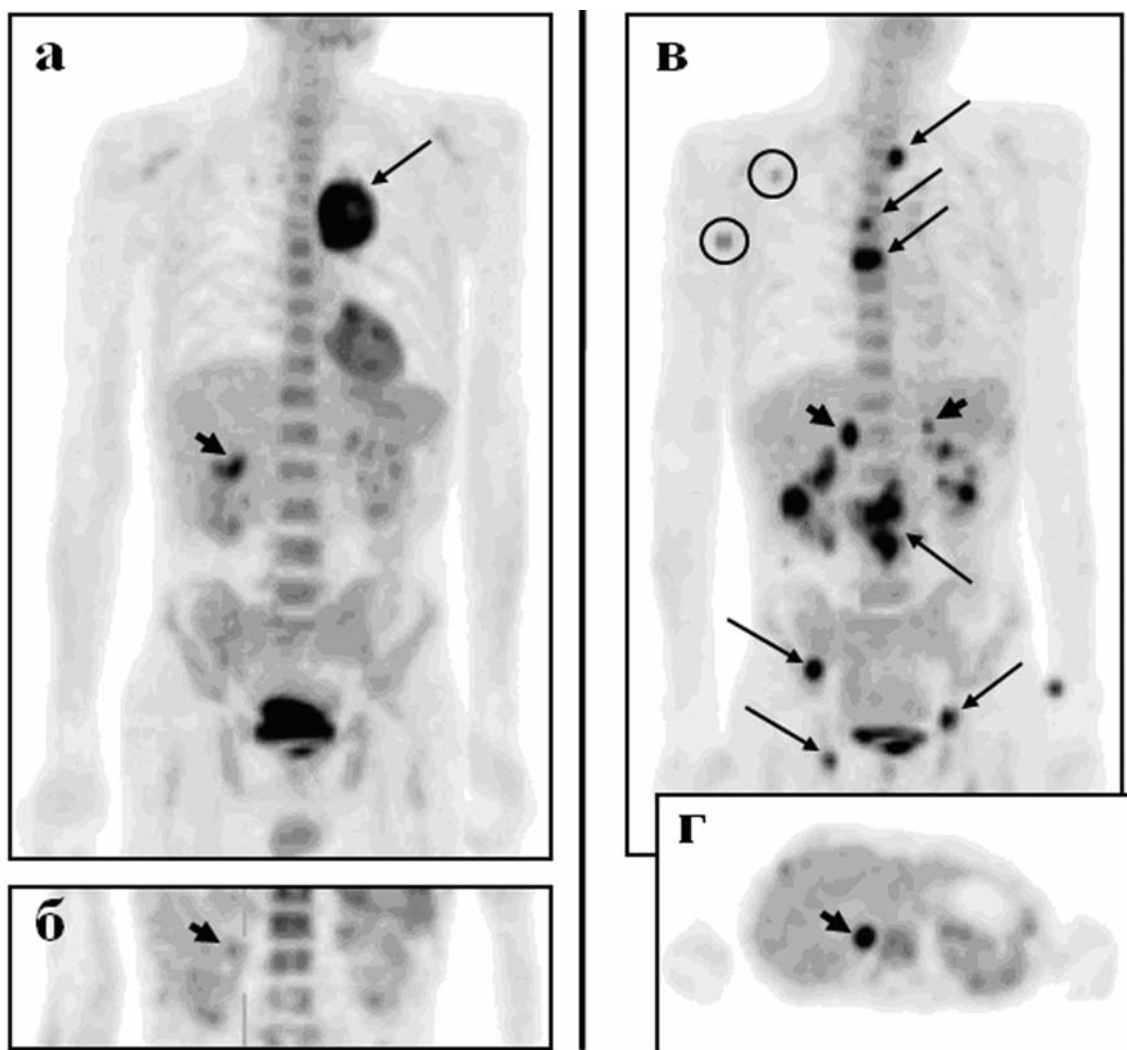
Пример диагностики генерализации рака легкого. Больная П., при РКТ выявлена массивная опухоль верхней доли левого легкого с увеличением лимфоузлов корня левого легкого. Предварительный диагноз: рак легкого $T_3N_1M_0$, ст. IIIA. Результаты ПЭТ подтвердили наличие массивной опухоли высокой агрессивности в верхней доле левого легкого (а — длинная стрелка) и позволили исключить поражение лимфоузлов корня легкого, однако было заподозрено метастатическое поражение правого надпочечника (а — короткая стрелка). Использование специальных приемов исследования (выполнение отсроченного сканирования после дополнительной дегидратации) позволило избежать диагностической ошибки — патологический фокус в проекции верхнего полюса правой почки был обусловлен задержкой препарата в верхней группе чашечек (б — короткая стрелка). Соответственно результатам ПЭТ уточнена стадия процесса $T_3N_0M_0$, ПВ, проведено радикальное хирургическое лечение. Через 1,5 года после первичного лечения по результатам УЗИ заподозрен рецидив заболевания с поражением мягких тканей грудной клетки справа. При ПЭТ (в) подтверждено поражение мягких тканей грудной клетки справа (круги), дополнительно выявлено диссеминированное поражение скелета, забрюшинных лимфоузлов (длинные стрелки), обоих надпочечников (в, г — короткие стрелки)
